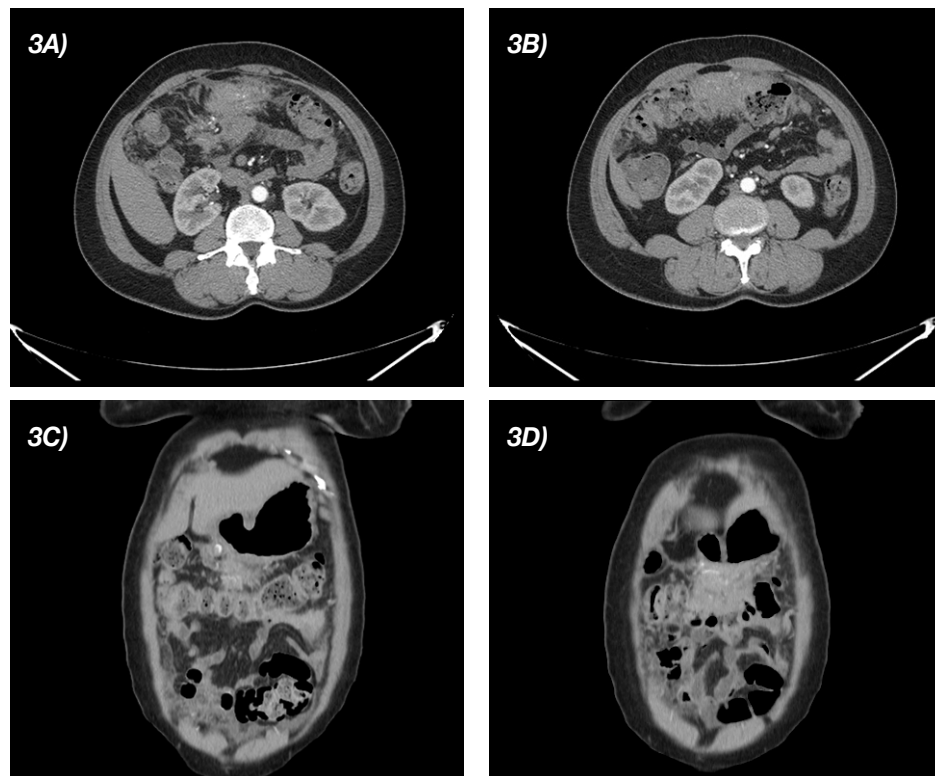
Tomografía con contraste cortes axiales (imagen A y B) y cortes coronales (imagen C y D), se observa engrosamiento peritoneal nodular difuso que afecta el epiplón menor y mayor.
